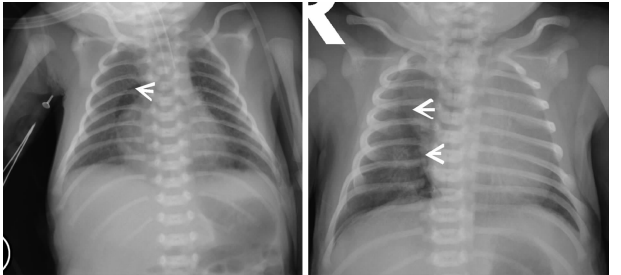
前胸壁型,右上肺野内带长椭圆形透亮区(箭头所示),经 CT 检查表现为少量气胸
